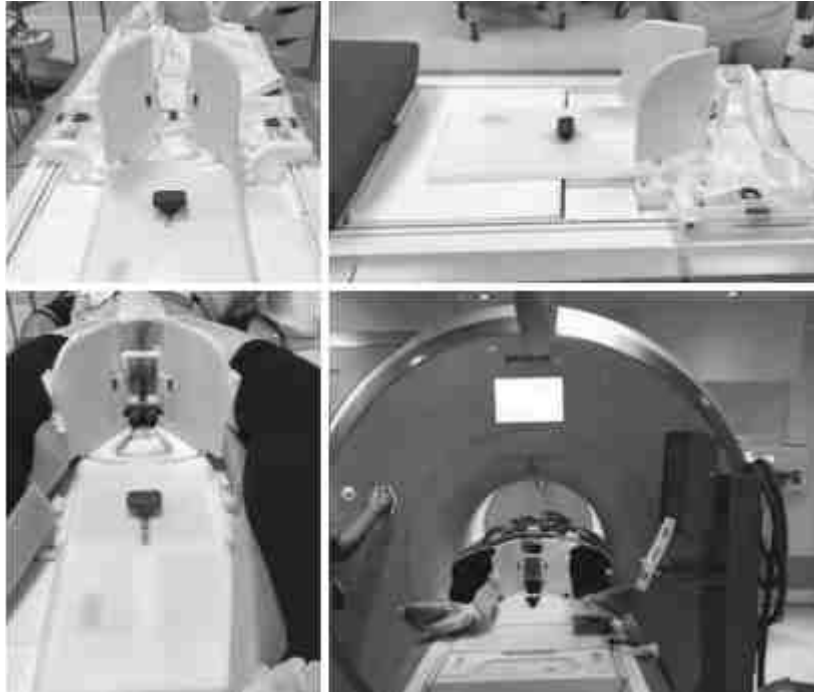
Table adaptée à la réalisation de biopsies par voie transpérinéale avec IRM 1,5T
